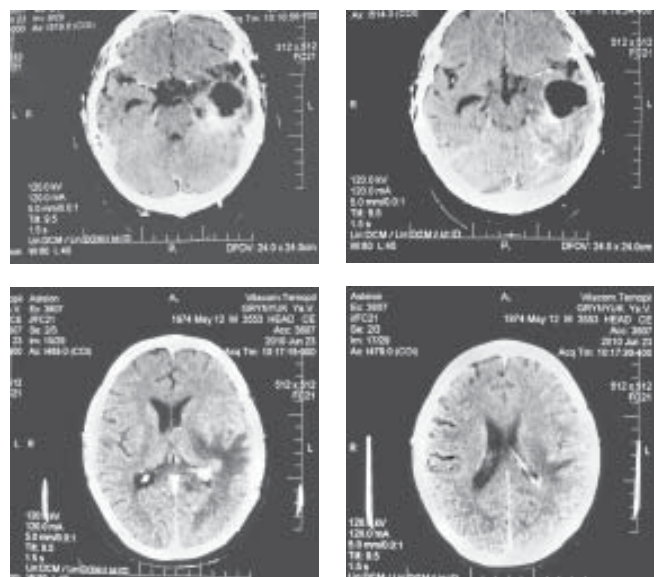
КТ через 7 міс. після операції
